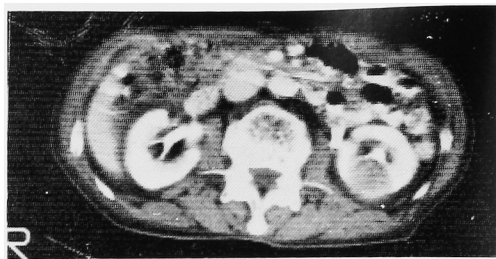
CT scan of case 2 reveals a low density area in the left kidney.
